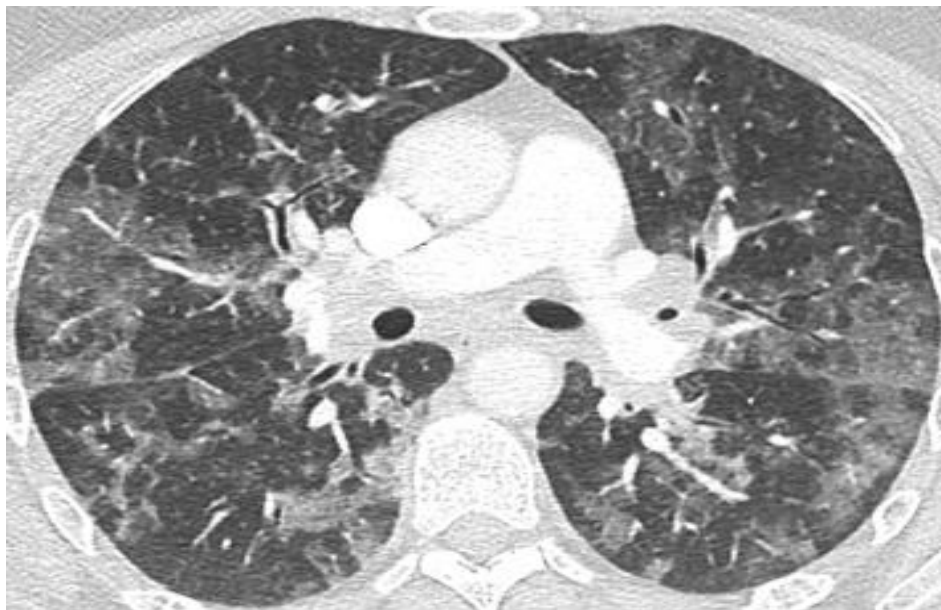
КТ ОГК 45-летнего пациента с пневмонией, связанной с вирусом гриппа. Продемонстрированы двусторонние диффузные матовые помутнения. Дифференциальный диагноз с пневмонией COVID-19 по лучевой картине невозможен и основан на результатах ОТ-ПЦР, хотя периферическое преобладание встречается реже. Результат ОТ-ПЦР на COVID-19 был отрицательным, но положительным на грипп А
